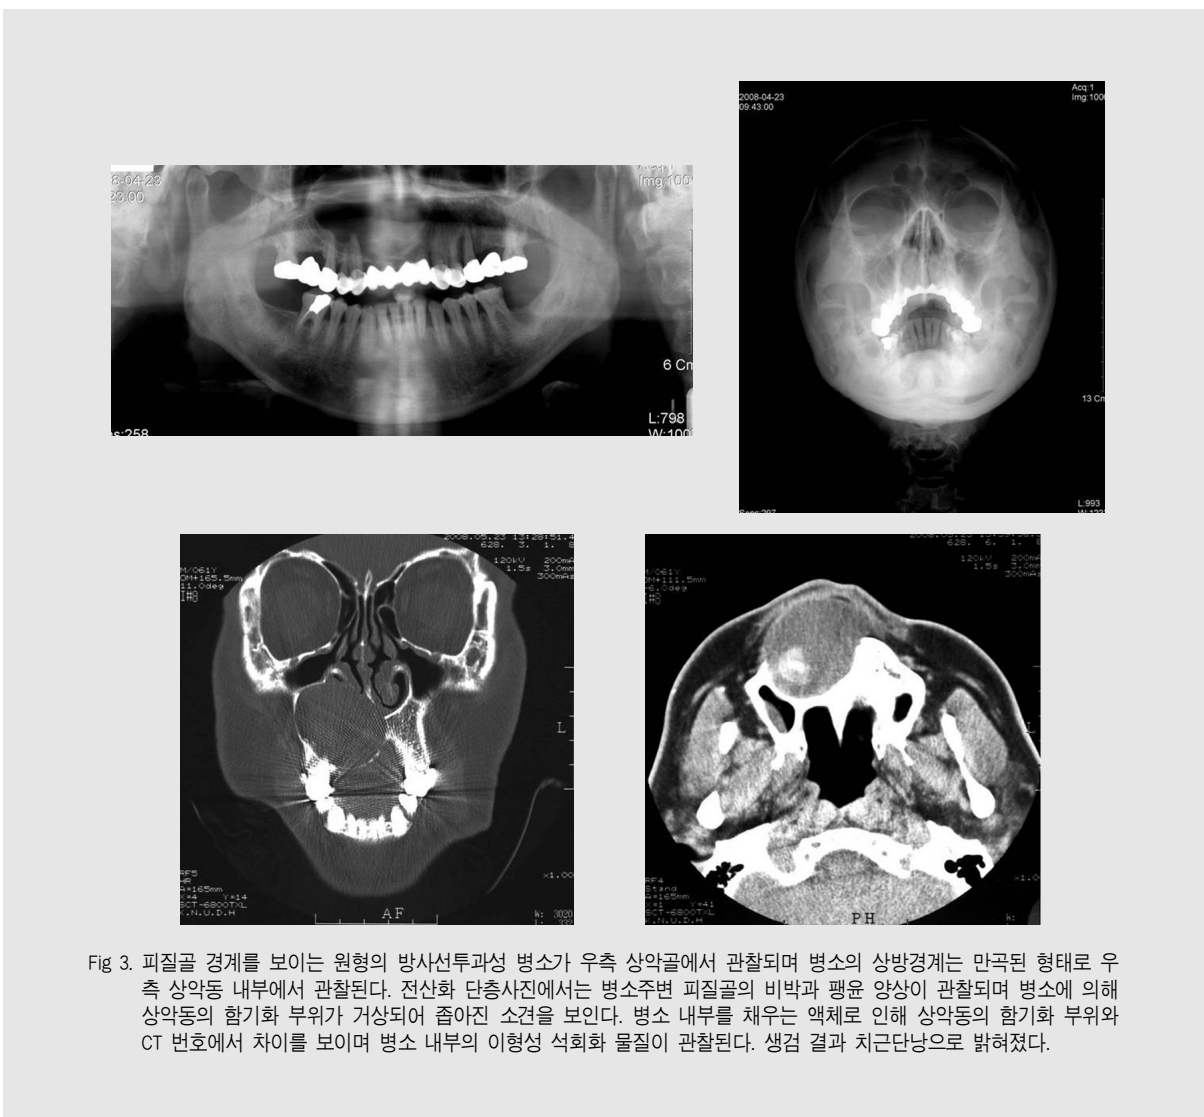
피질골 경계를 보이는 원형의 방사선투과성 병소가 우측 상악골에서 관찰되며 병소의 상방경계는 만곡된 형태로 우측 상악동 내부에서 관찰된다. 전산화 단층사진에서는 병소주변 피질골의 비박과 팽윤 양상이 관찰되며 병소에 의해 상악동의 함기화 부위가 거상되어 좁아진 소견을 보인다. 병소 내부를 채우는 액체로 인해 상악동의 함기화 부위와 CT 번호에서 차이를 보이며 병소 내부의 이형성 석회화 물질이 관찰된다. 생검 결과 치근단낭으로 밝혀졌다.
